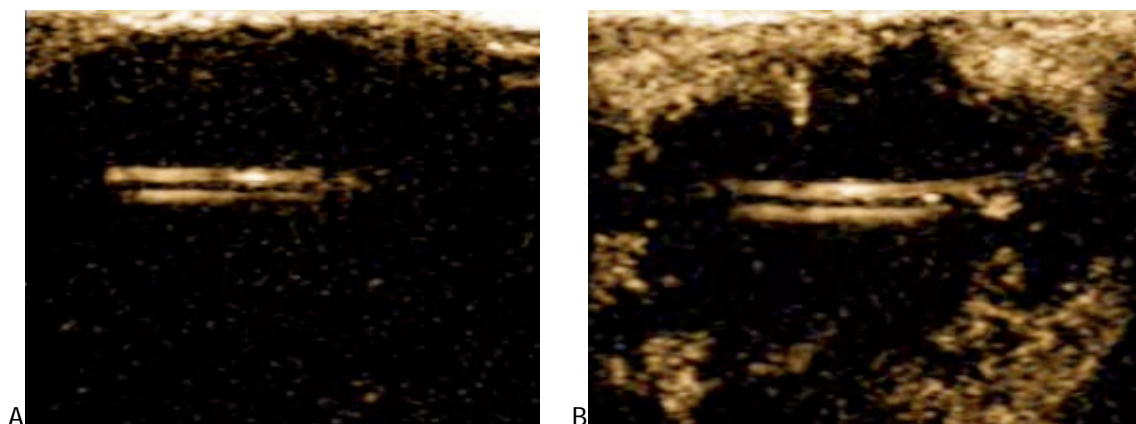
Visibilité de la lésion ellipsoïde de nécrose immédiate sous LITT autour de la fibre laser diffusante en échographie de contraste. Image A : avant l'injection de Sonovue ; image B : après injection de Sonovue.
